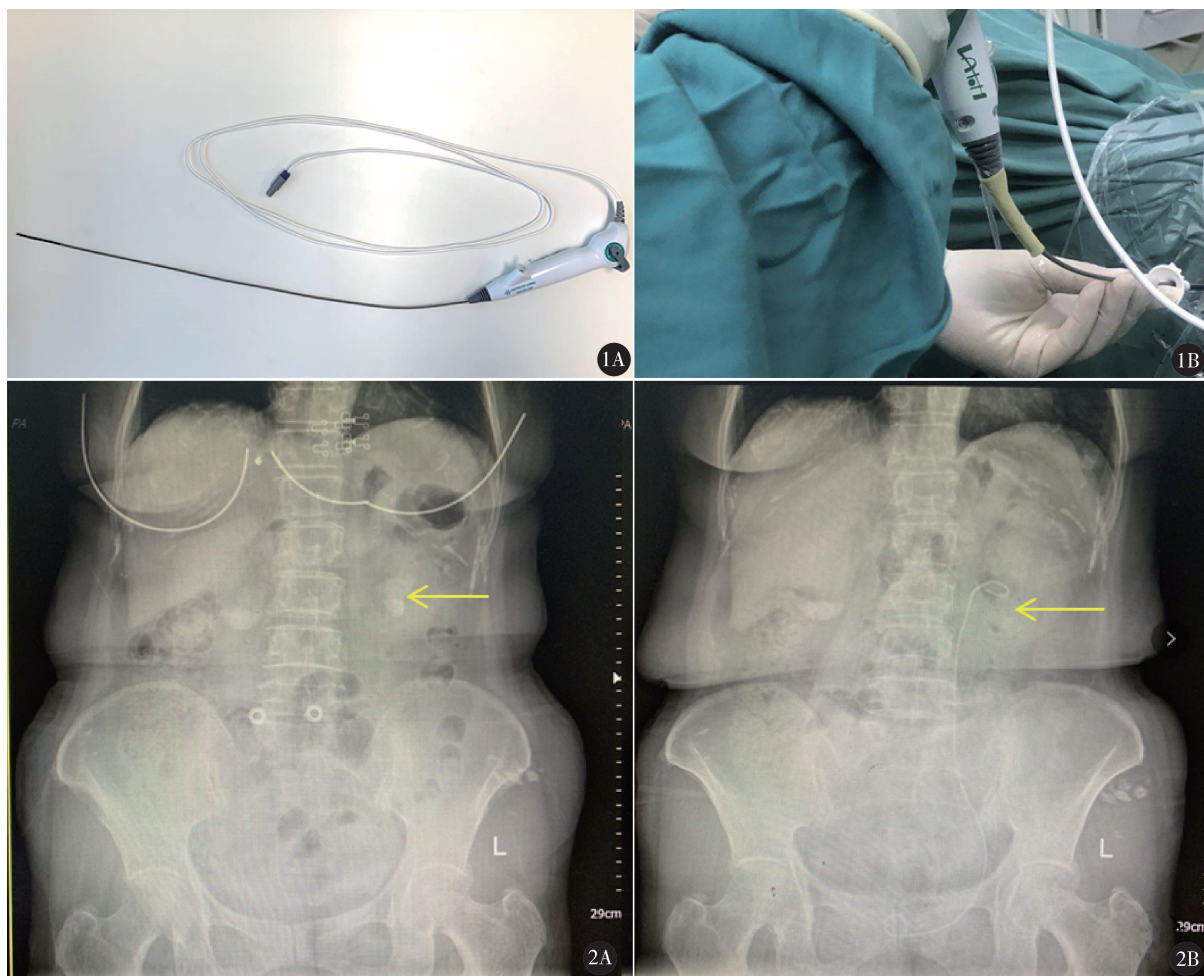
A. Zebra Scope 由镜体和手柄两部分组成,镜体纤细,操作通道大,总体重量 <190 g;B. 将 F₂₄ 橡胶管套于软镜镜体和手柄交界处,避免弯曲角度过大折断光纤 图 2 女,69 岁。A. 左侧肾盂及肾下盏部分鹿角型结石,长径 29 mm,术中多次使用套石篮;B. 术后第 2 天复查平片仅残留肾下盏少量碎石
